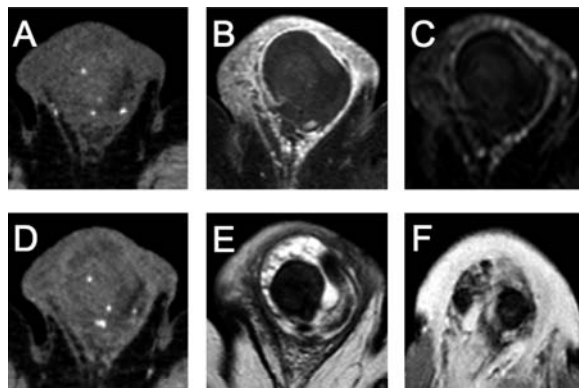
CT and MRI of scrotum. A: Plain CT, B: T1-weighted MRI, C: Enhanced MRI, D: Enhanced CT, E: T2-weighted MRI, F: T2*-weighted MRI. These imaging studies show left testicular atrophy and necrosis.
